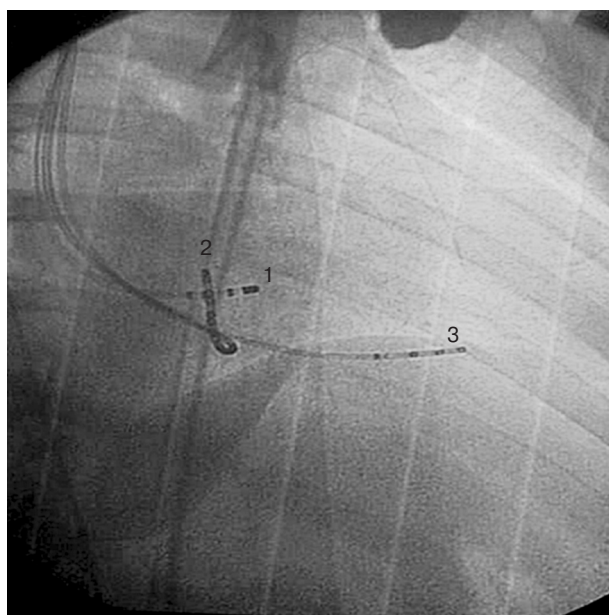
Интраоперационная рентгенограмма в правой косо́й проекции 30°
